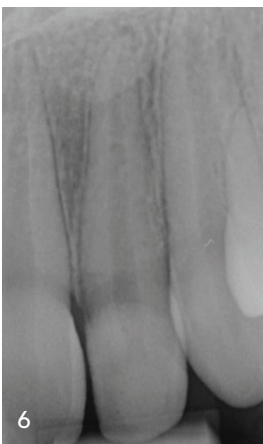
Erneute Fraktur des koronalen Fragmentes nach Kontakt mit einem Frisbee. – Abb. 5: Adhäsiv reinsertiertes Fragment sechs Monate postoperativ. – Abb. 6: Röntgenologischer Befund mit apikal leicht erweitertem Parodontalspalt bei unauffälligem klinischen Befund. – Abb. 7: Klinische Situation fast sechs Jahre nach adhäsiver Reinsertion des Fragmentes.
